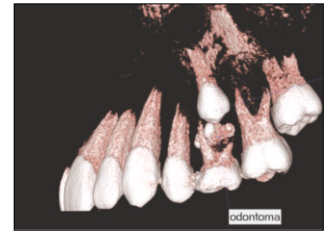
3-D dental CT view.
